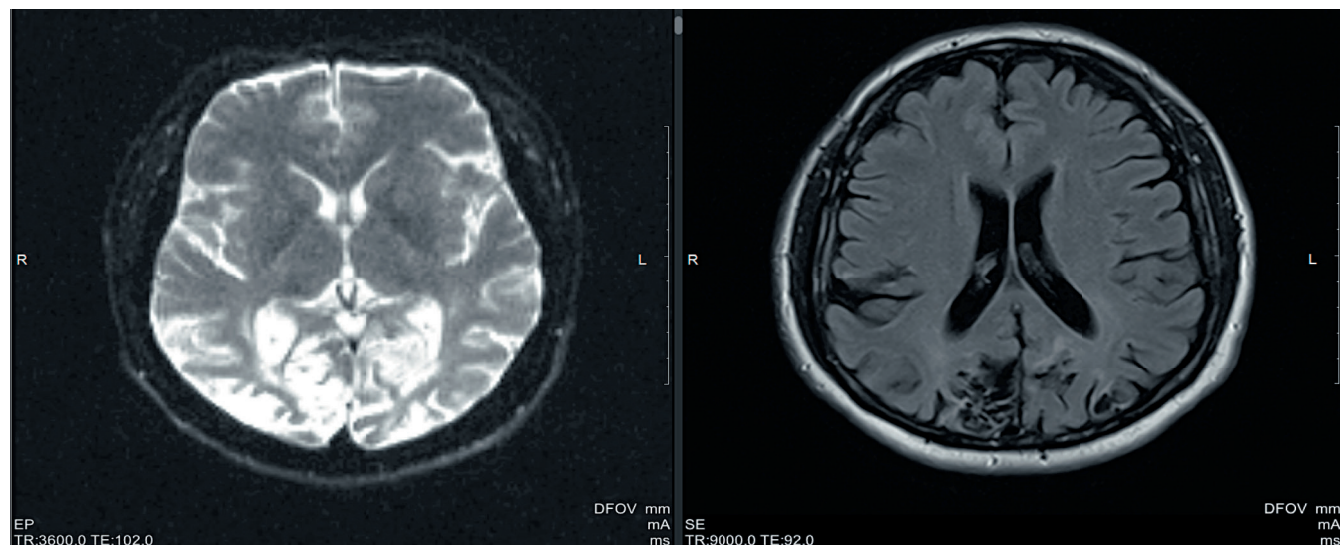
Пациент Г., МРТ головного мозга (02.08.2020): изменения соответствуют «острейшему» инфаркту в левом полушарии головного мозга (затылочная доля). «Острый» инфаркт в левом полушарии (затылочно-гиппокампальная область). Постинфарктные изменения в обоих полушариях головного мозга, в правом полушарии мозжечка
